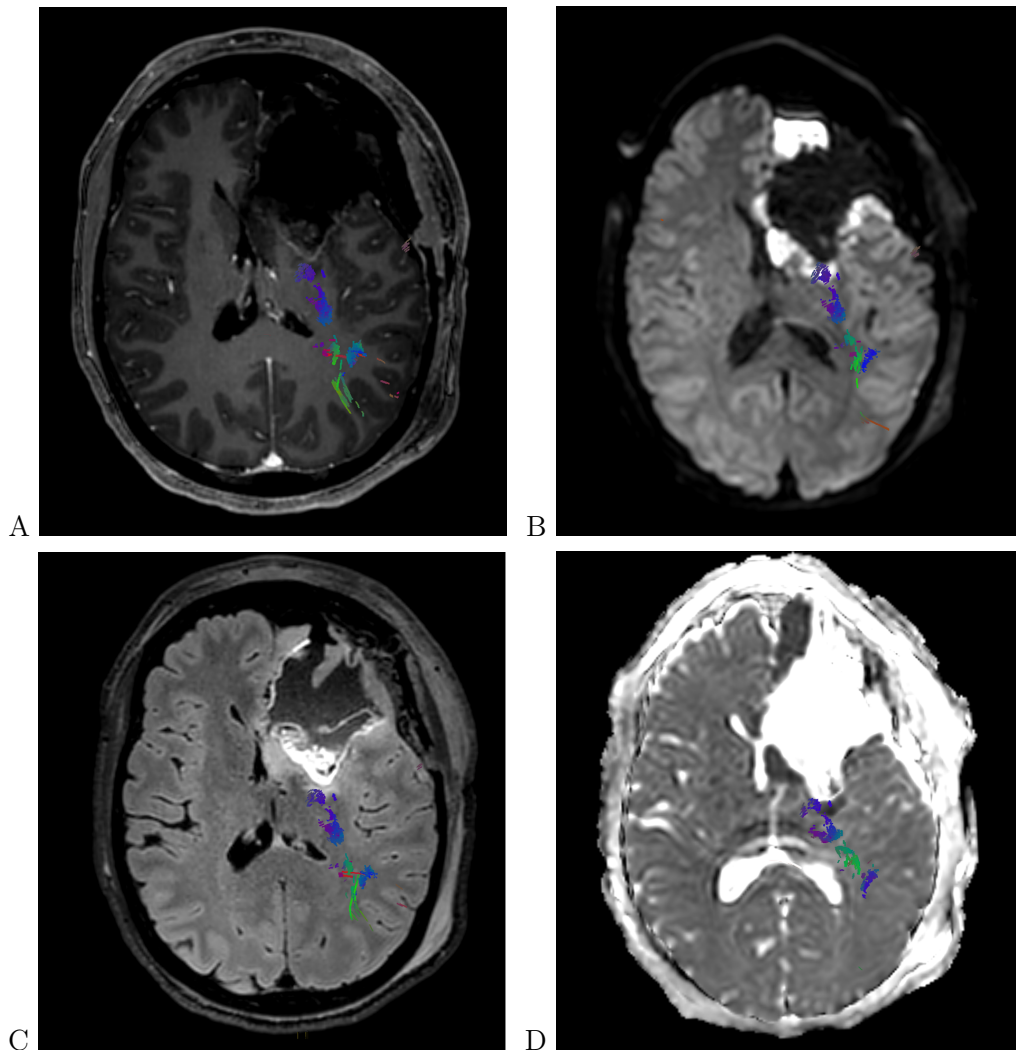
Zur Identifikation einer postoperativen Ischämie wurden unterschiedliche MRT-Sequenzen beurteilt. Hier dargestellt sind eine T1-Sequenz (A), eine diffusionsgewichtete Sequenz (B), eine FLAIR-Sequenz (C) und eine ADC-Sequenz (D). Die eingeblendete Faserbahn verläuft im ischämischen Randbereich der Resektionshöhle. Quelle: eigene Abbildung.
